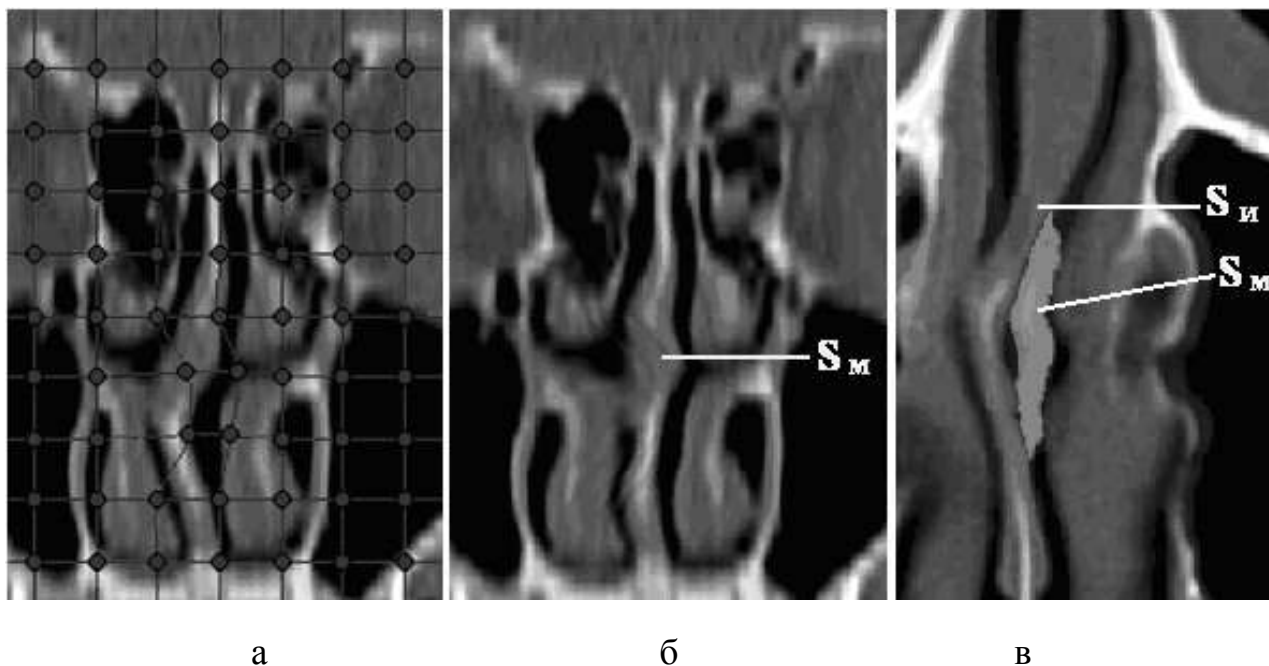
Ілюстрація виконання двовимірного варпінга по заданих у вигляді сітки початкових опорних точках: а – вихідне зображення; б – результат варпінга; в – результат варпінга на аксіальному СКТ-зрізі (позначення вихідного  $S_{И}$  і змодельованого  $S_M$  положень носової перегородки)
